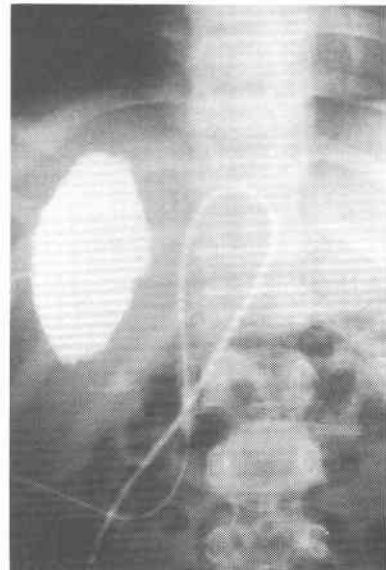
穿刺後5日目のCT像(上段)では病変の縮小(7.0×4.3cm)を認め、ドレナージュチューブよりの造影(下段)では肝内胆管や総胆管は造影されなかった。
